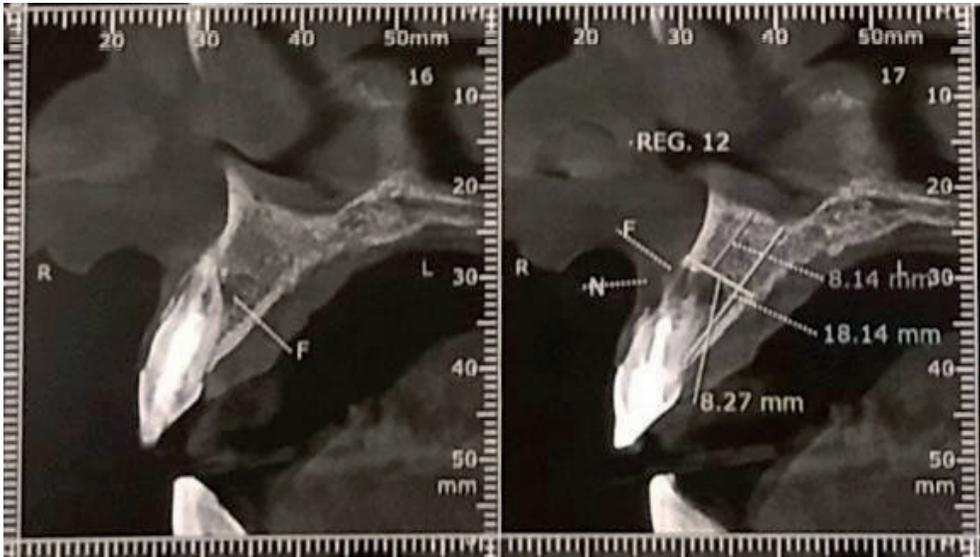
Imagem da tomografia computadorizada volumétrica em corte sagital, mostrando a lesão periapical.
